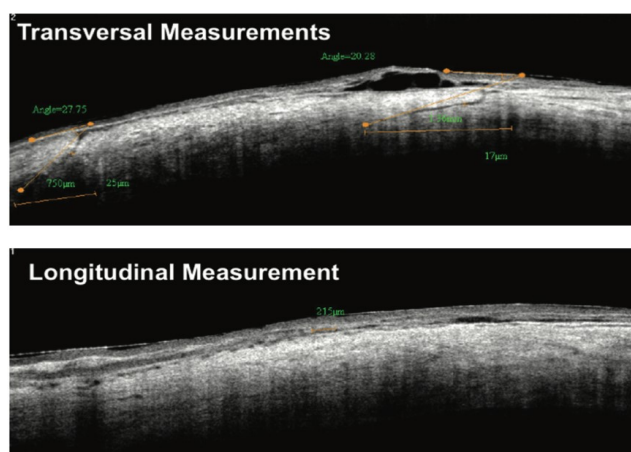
Ocular Coherence Tomography* (OCT) pada mata normal. (a) Kuadran sklera yang diperiksa. (b) Pengukuran ketebalan sklera pada salah satu kuadran (Ebnetter *et al.*, 2015)
